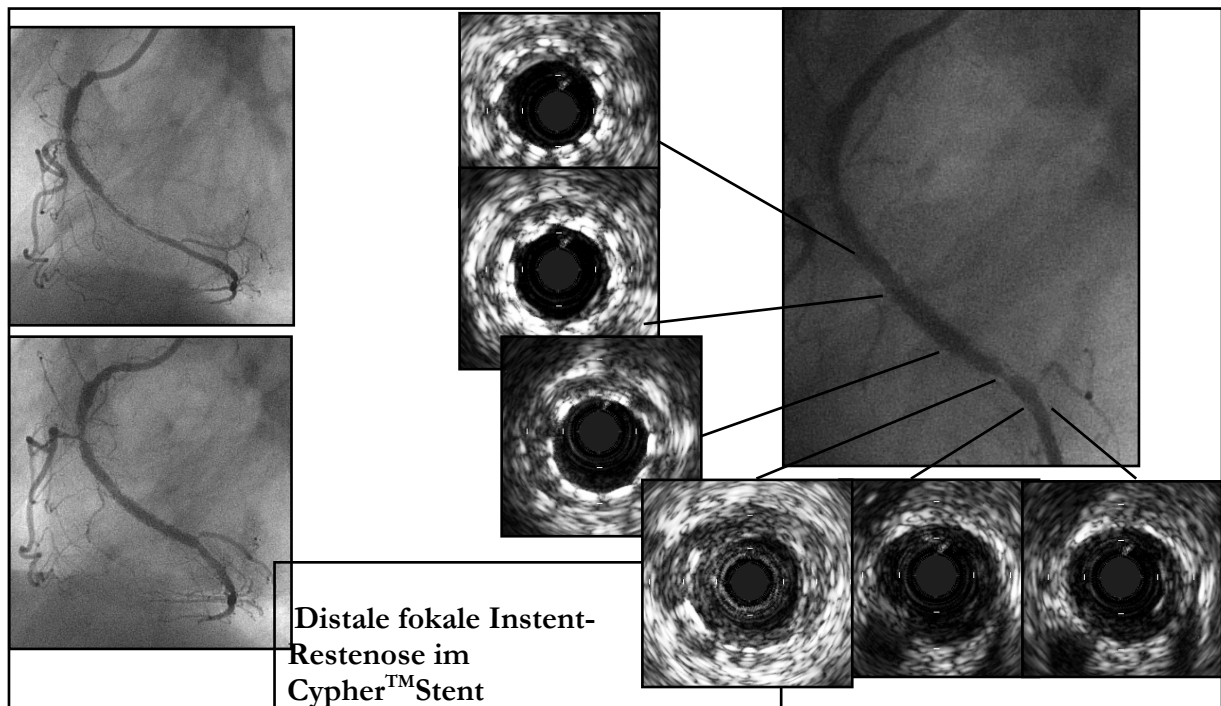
Angio- und sonographische Darstellung eines ISR distal
